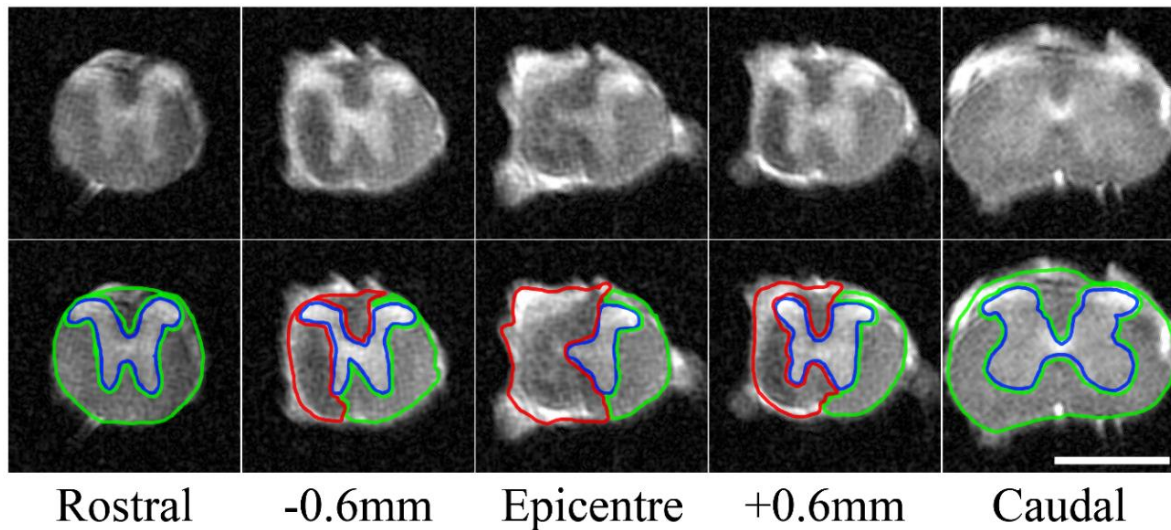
IRM *ex vivo* pondérée T2 obtenue avec l'antenne RF43. 60 coupes transversales de 0.6 mm d'épaisseur permettent d'effectuer l'analyse sur l'axe rostro-caudal de la moelle épinière et de quantifier le pourcentage lésionnel, le volume lésionnel et l'extension lésionnelle. Echelle : 1.5mm.
